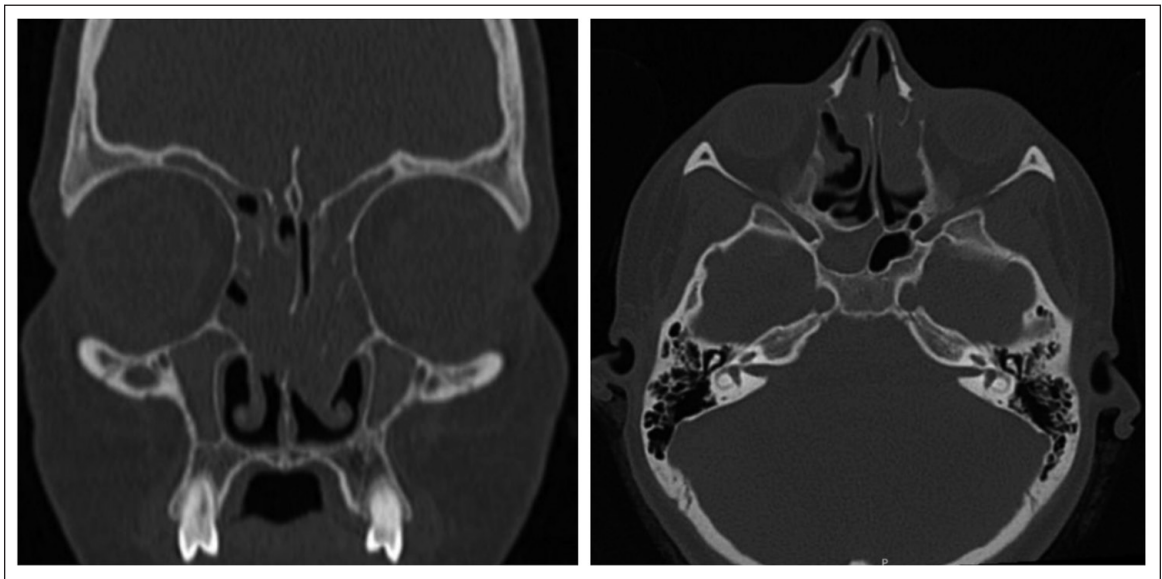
TC CPN de paciente con RSC secundaria a FQ. Se observan hallazgos clásicos en estos pacientes como hipoplasia de los senos paranasales, particularmente de los senos frontales, maxilares y esfenoidales. Otros hallazgos clásicos son la esclerosis ósea, la presencia de mucocoeles y el abombamiento de la pared lateral nasal.
